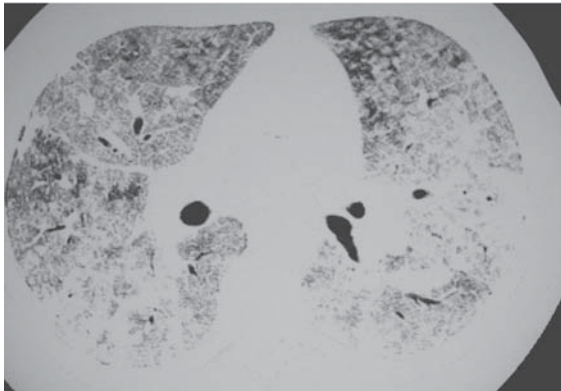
Silicose aguda (silicoproteinose). Tomografia computadorizada de alta resolução demonstrando espessamento septal e vidro fosco difuso, com padrão de "pavimentação em mosaico"
